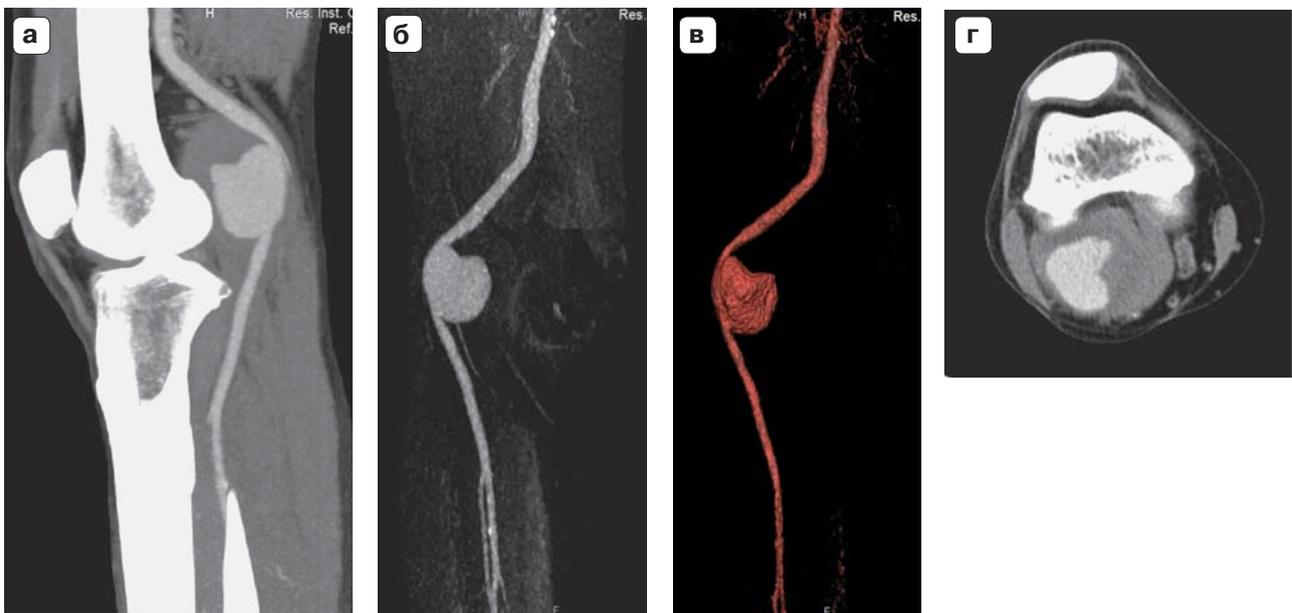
МСКТ-изображения аневризмы правой подколенной артерии, пациент с ампутацией левой нижней конечности. а – MIP-реконструкция, сагиттальное изображение; б – коронарная реконструкция (MIP); в – коронарная реконструкция (VRT); г – аксиальный срез, определяются циркулярные тромботические массы в полости аневризмы.
